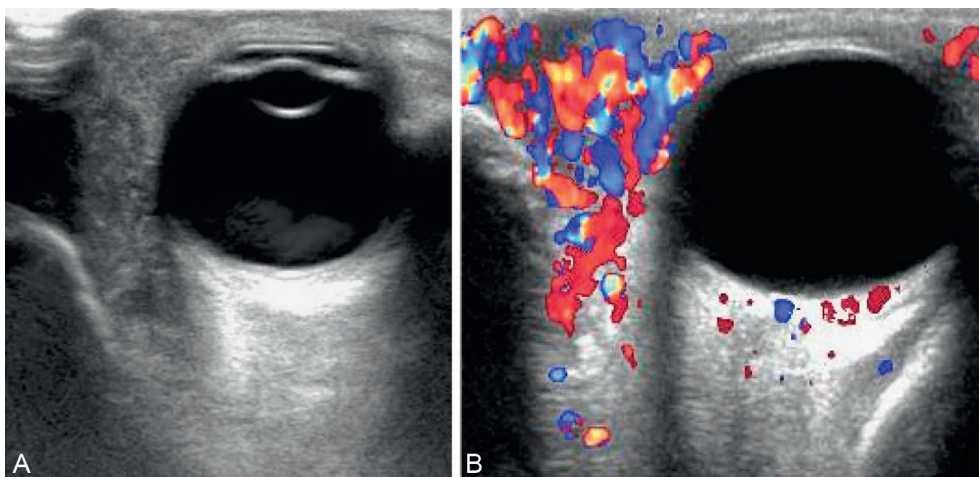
Hémangiome palpébral. A : Image échographique en mode B. B : Image en Doppler couleur. Documents mis à disposition par les D^s Couture A., Veyrac C., Baud, CHU Montpellier, Radiologie pédiatrique.
